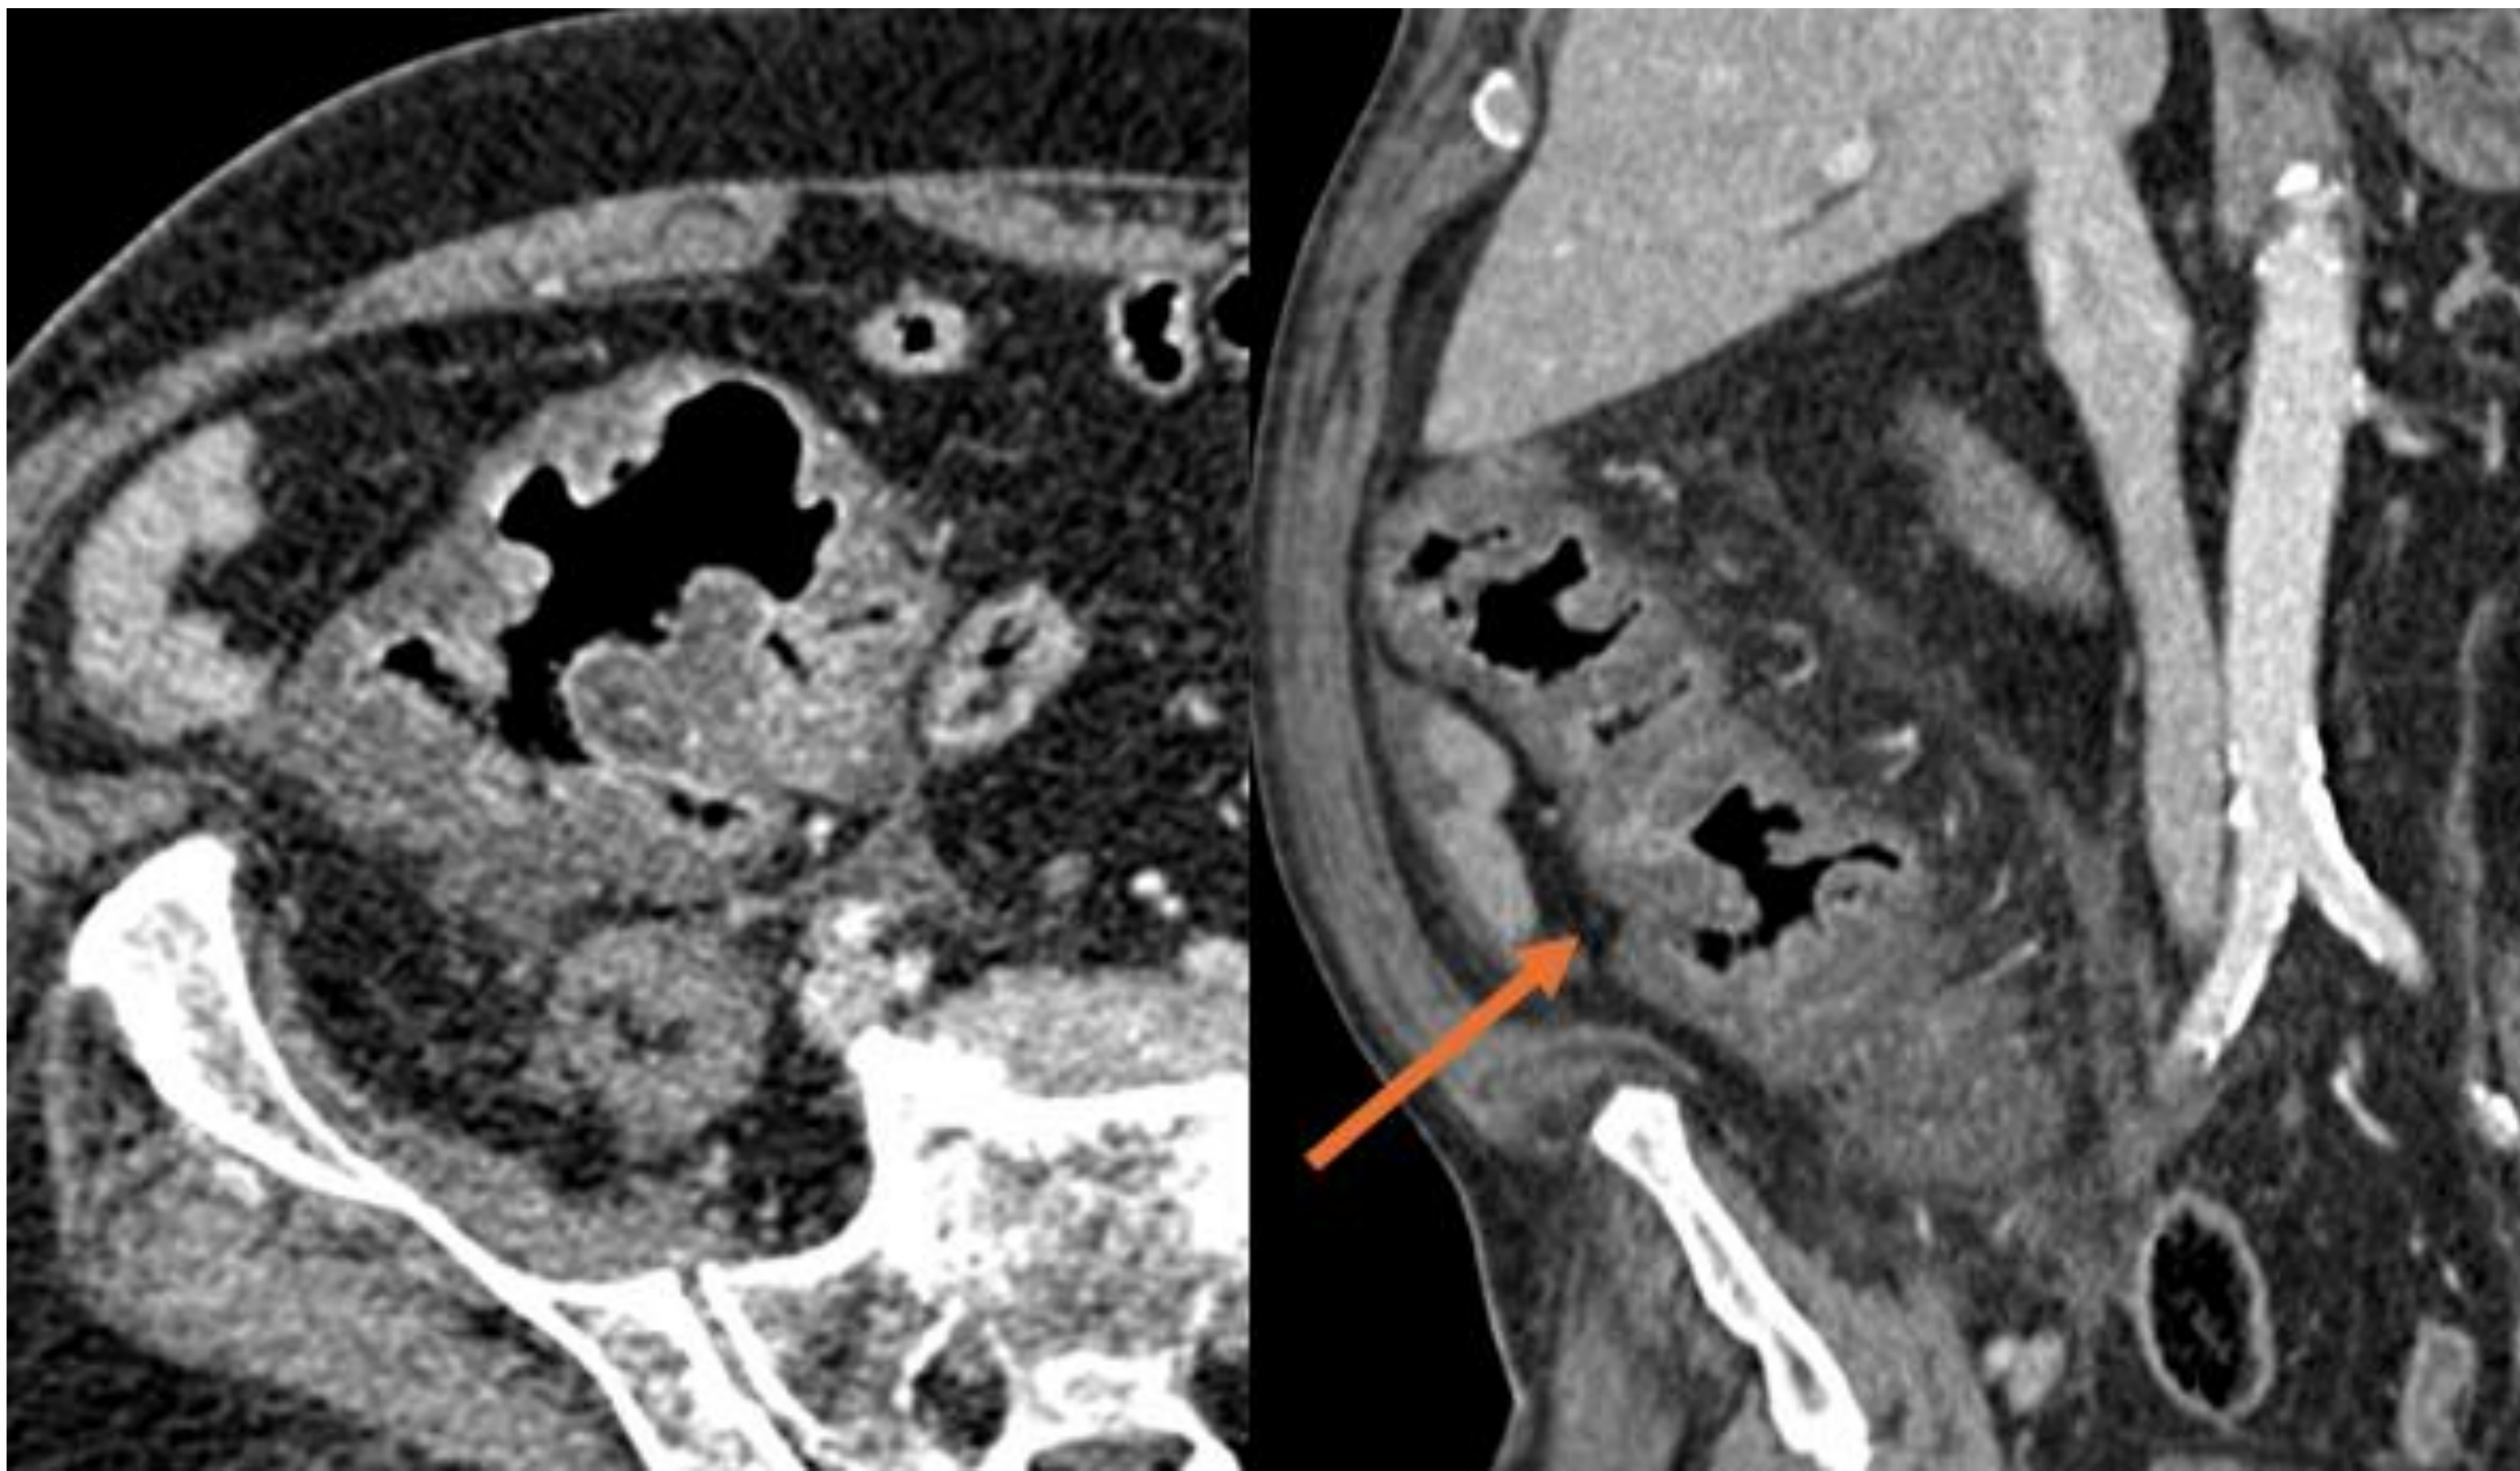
Corte axial y coronal de TC abdominopélvico con contraste IV en “paciente con quimioterapia por Ca Pulmonar que presenta fiebre, leucocitosis y diarrea”.
